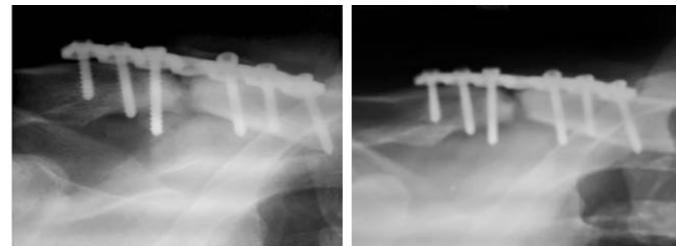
а. Рентгенограмма правой ключицы больного Ф. 39 лет. Диагноз: ложный сустав правой ключицы. Состояние после остеосинтеза. Через 6 месяцев после операции — несращение кости. В зону перелома введен КоллапАн-гель 2,0. Через 2 месяца после введения в зону консолидирующего перелома введено 4,0 тромбоцитарной массы.
